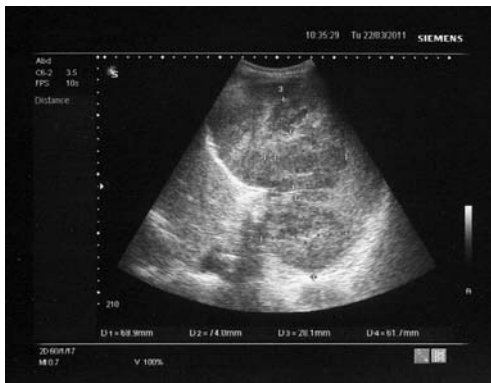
Abdominal ultrasound of the spleen showing a significant splenomegaly with multiple rounds, inhomogeneous, predominantly hypoechoic nodules
